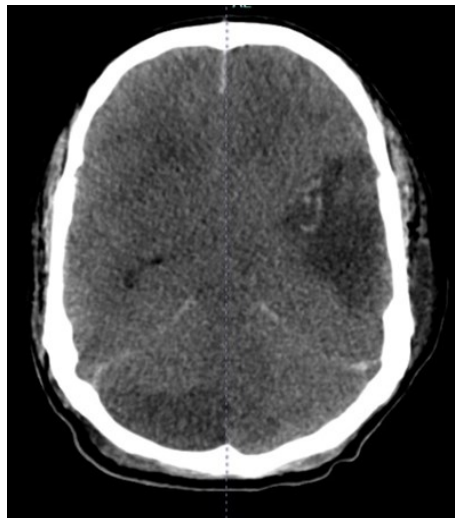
La TAC cerebral muestra hipodensidad extensa en el hemisferio izquierdo con desviación de la línea media, junto a otra área hipodensa en el cerebelo derecho, compatible con infartos isquémicos.
